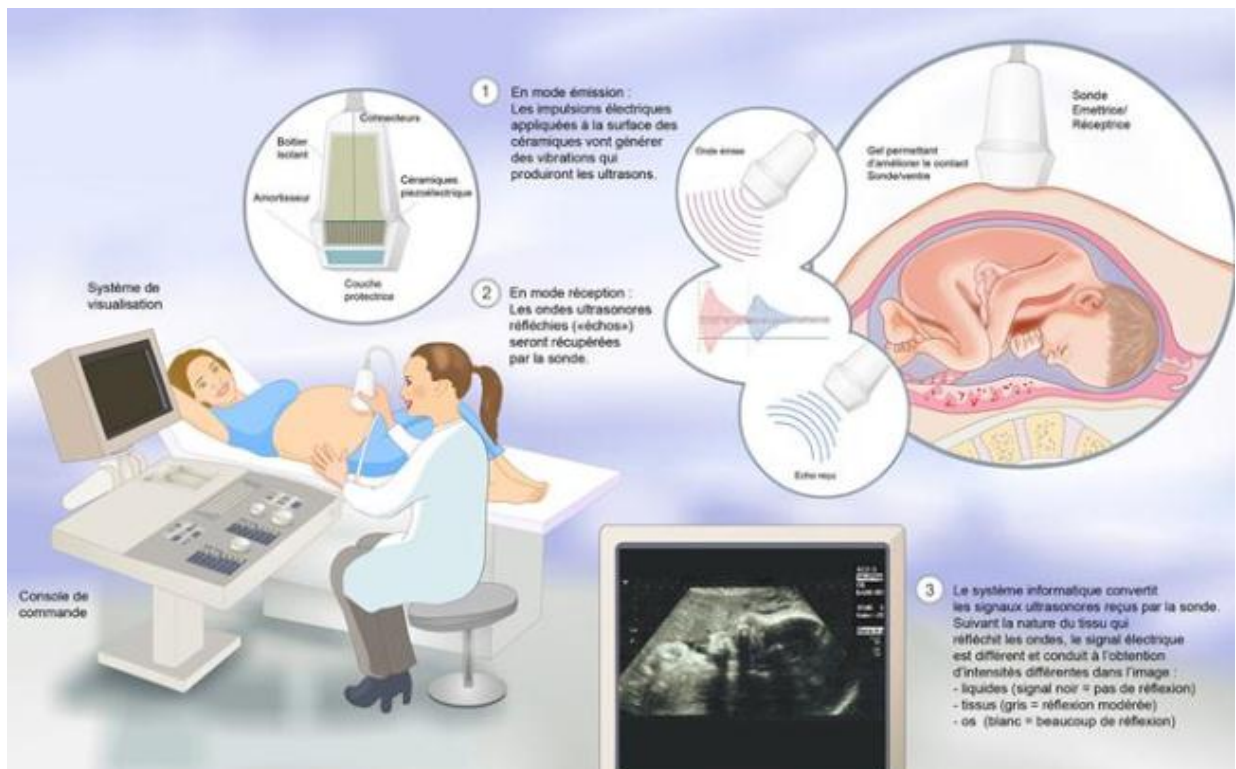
l'échographie [26]
